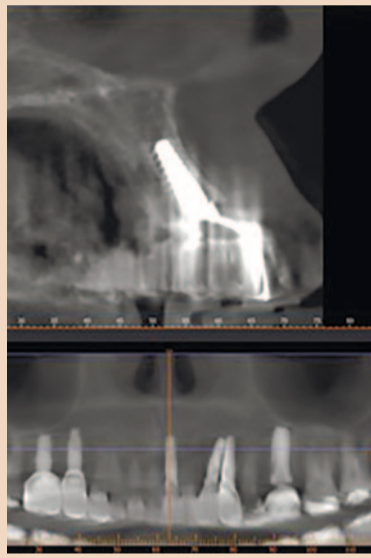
КТ-срез, визуализация имплантата в области левого центрального резца верхней челюсти; заключительная ортопантограмма
